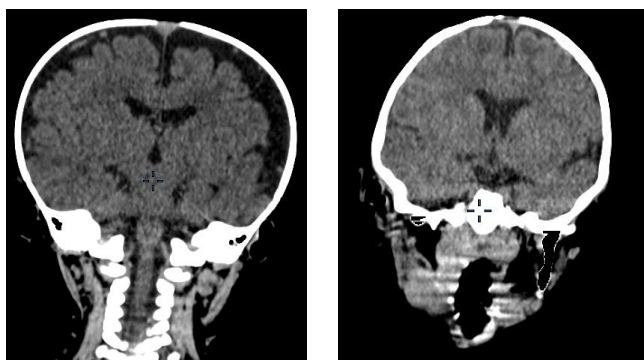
Sélection visual des images CT qui ont un contraste net entre l'encéphale, le LCS et le crâne (à gauche image avec un net contraste, à droite image avec un contraste plus faible)
